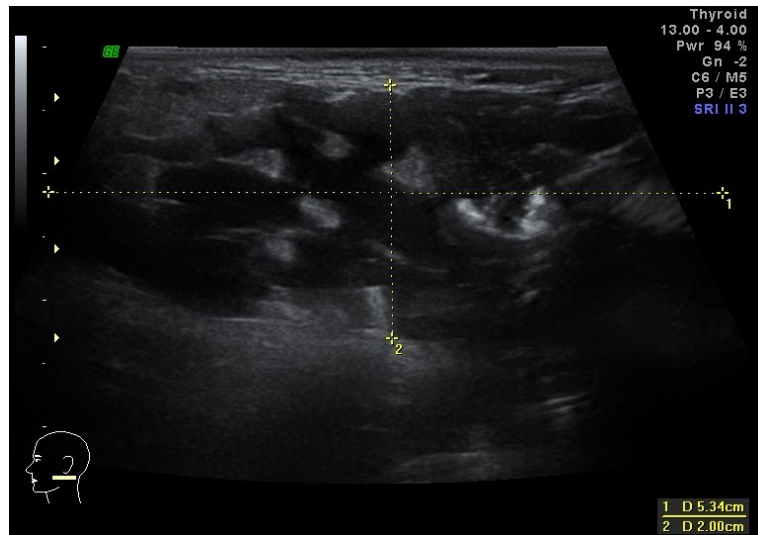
УЗИ пациента до проведения лечения
